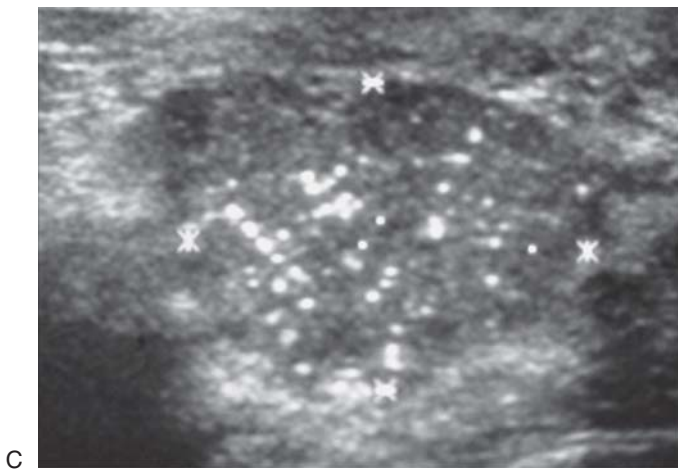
Naczyniak u trzyletniej dziewczynki z małą, wyczuwalną, nieprawidłową masą w obrębie sutka. A: Przekrój poprzeczny lewego sutka uwidacznia pogrubienie tkanki miękkiej oraz kilka bezechowych kanałów (*groty strzałek*). P = mięsień piersiowy. B: Obraz z badania dopplerowskiego kodowanym kolorem ukazuje intensywny sygnał wewnątrz poszerzonych kanałów naczyniowych.
